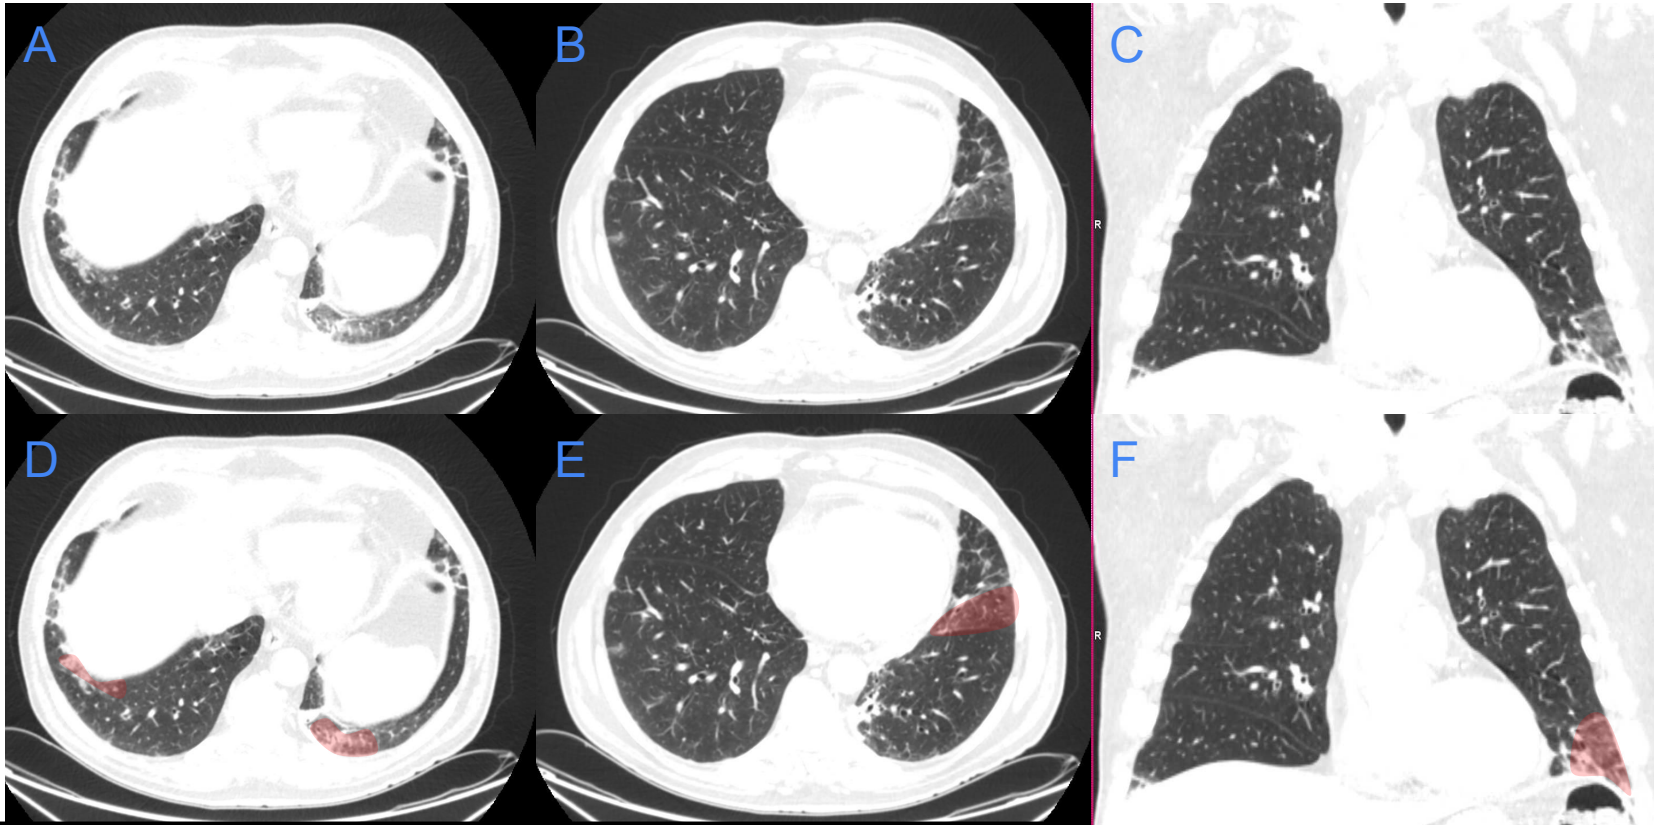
(Imágenes A y B son cortes axiales a diferente altura y la imagen C es un corte coronal de TC; las imágenes D-F están rotuladas). Patrón NINE: opacidades en vidrio deslustrado bilaterales (sombreado rojo) con reticulación fina y predominio en campos inferiores, sin consolidaciones.
